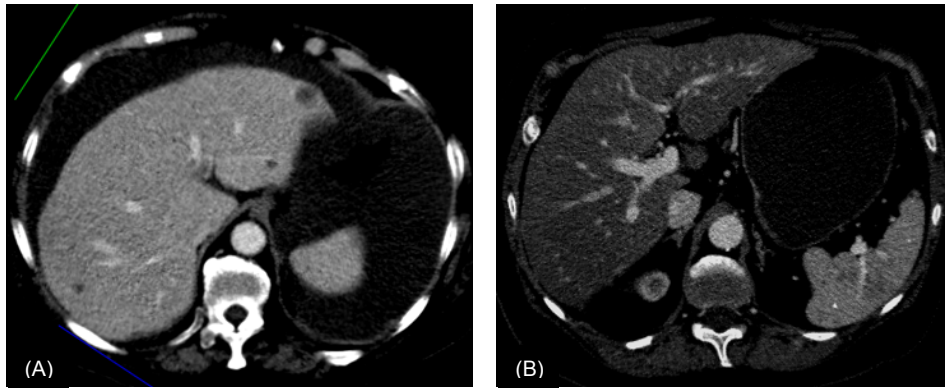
Cortes axiales de un estudio de Enterografía por TC en paciente con cáncer de ovario avanzado con metástasis hepáticas (A) y esplénicas (B).
